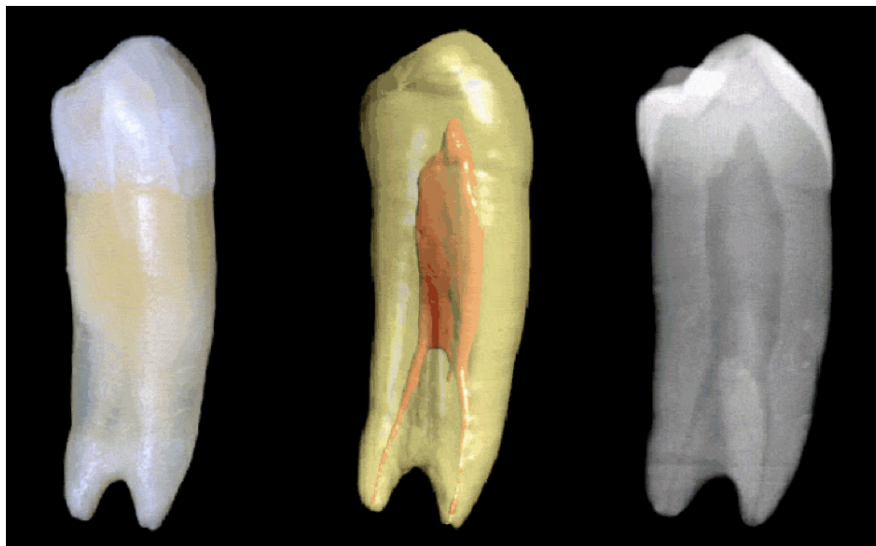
Anatomie eines Unterkiefer-Prämolaren, dreidimensionale Darstellung der Wurzelkanäle und analoge zweidimensionale Röntgenaufnahme [36].
